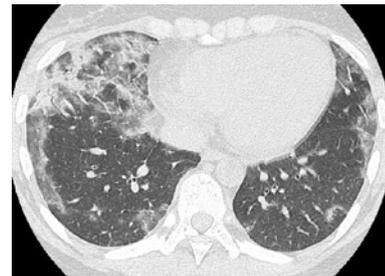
入院時胸部単純CT. 両側中下葉中心に非区域性のすりガラス影, 濃厚影および小葉間隔壁の肥厚を認めた. 陰影の一部末梢は spare されていた.
